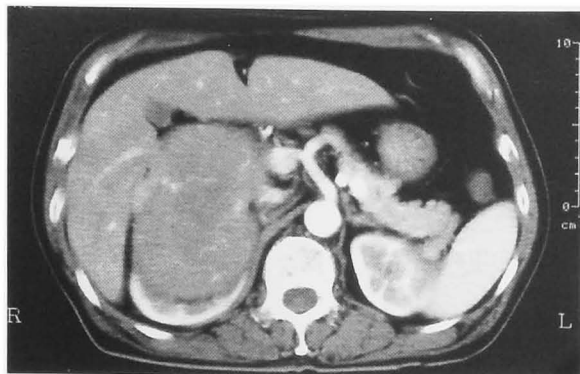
Abdominal CT showed the slightly enhanced mass in the upper pole of the right kidney.
